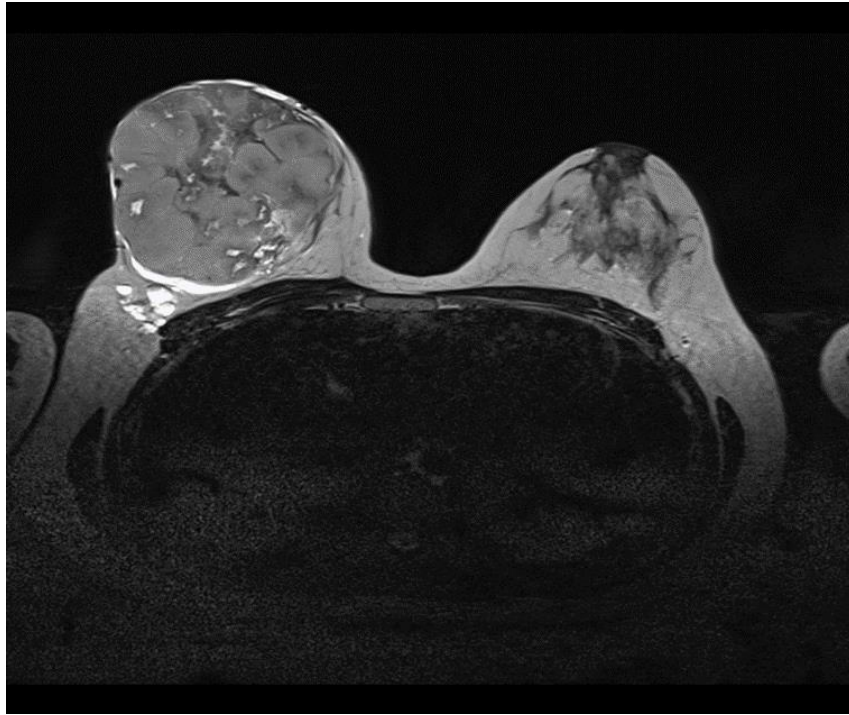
Imagen de RM del fibroadenoma gigante juvenil. Imagen RM potenciada en T2. Plano axial. Gran masa de intensidad heterogénea aunque discretamente hiperintensa, que ocupa la práctica totalidad de la mama derecha con edema perilesional manifestado por la hiperintensidad circundante. Imágenes quísticas sin signos de complicación en la cola de dicha mama.
